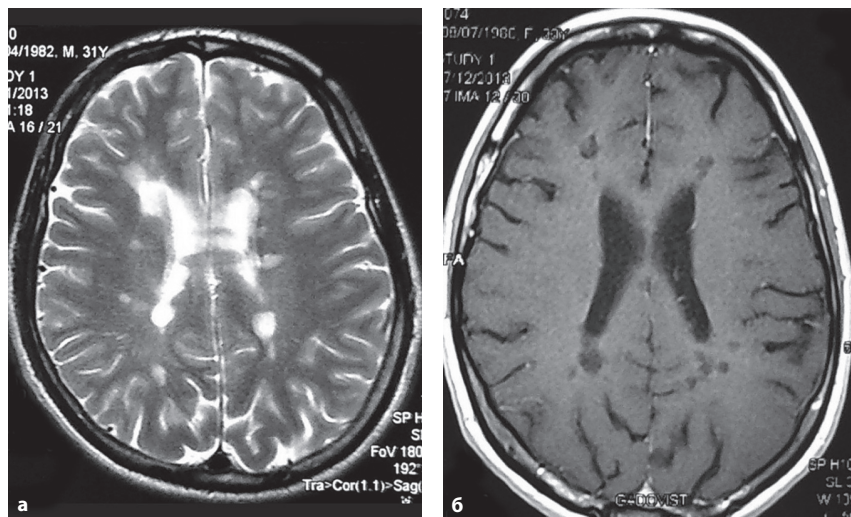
МРТ головного мозга пациента П. – мальчика 13 лет. PPPC. а – T2-ВИ, очаги демиелинизации, расположенные перивентрикулярно (стрелки); б – T1-ВИ, «черные дыры» на месте очагов, расположенных перивентрикулярно (стрелки) (наблюдение Е.Ю.Скрипченко).
